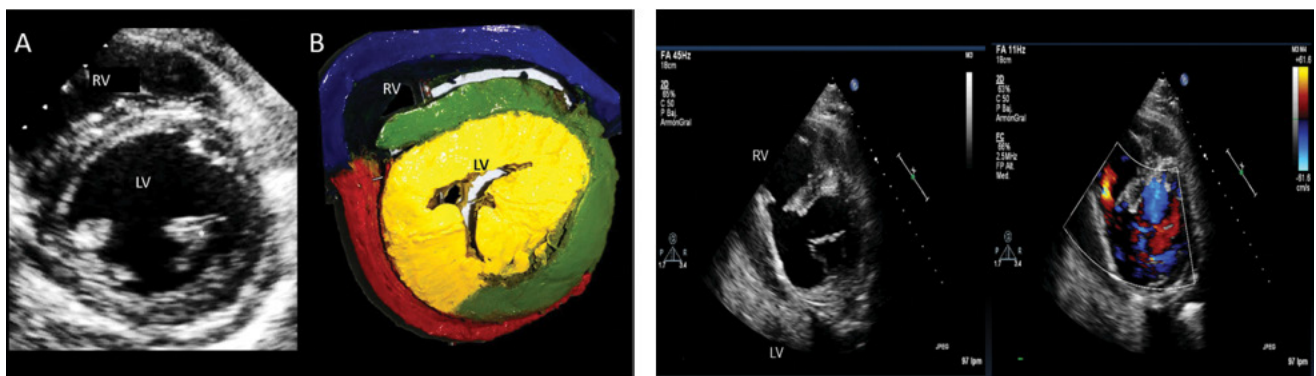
La Fig. superior corresponde al registro bidimensional de los ventrículos en el plano transversal. En B se muestran los 4 segmentos de la banda helicoidal; nótese que en la región posteroinferior del tabique interventricular hay proximidad de los diversos segmentos miocárdicos. Las imágenes inferiores son ecocardiogramas 2D que muestran ruptura del tabique interventricular en su porción posteroinferior. El registro con Doppler color corrobora el cortocircuito interventricular.
